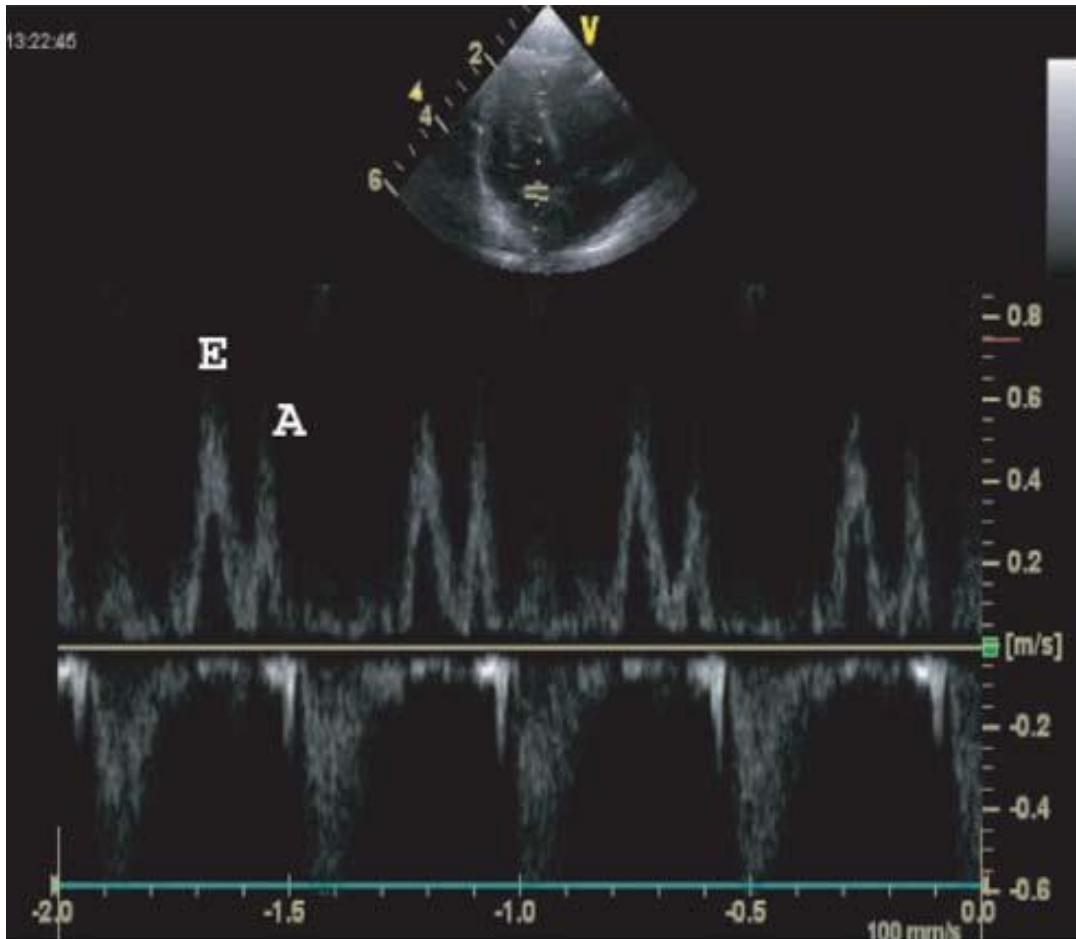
Flujo doppler transmitral que muestra cociente e/a >1 en un paciente con ductus arterioso significativo.
